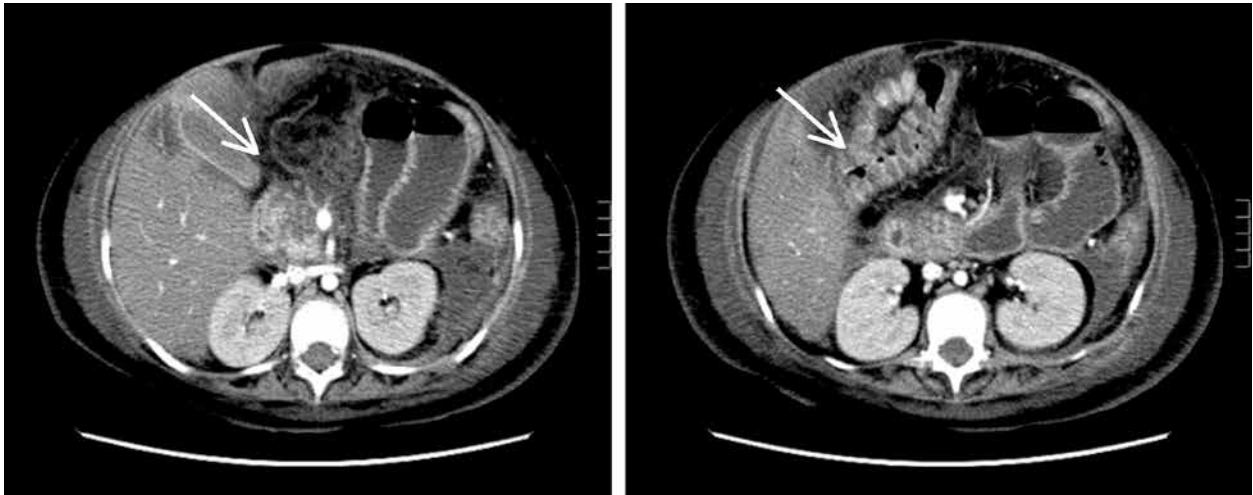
TAC abdómino-pélvico que muestra pancreatitis necrótico-hemorrágica de cuerpo y cola de páncreas con alto índice de gravedad. Marcada cantidad de líquido multicompartimental y signos de sufrimiento intestinal. Infartos hepáticos en S6 y S7.
